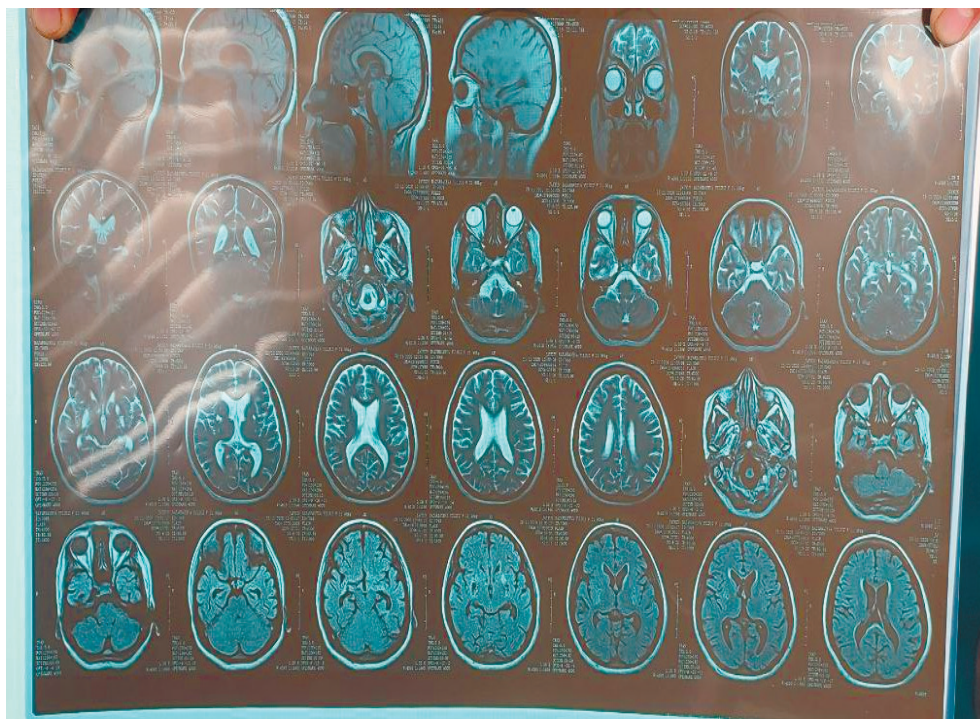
МРТ головного мозга больного при поступлении.
